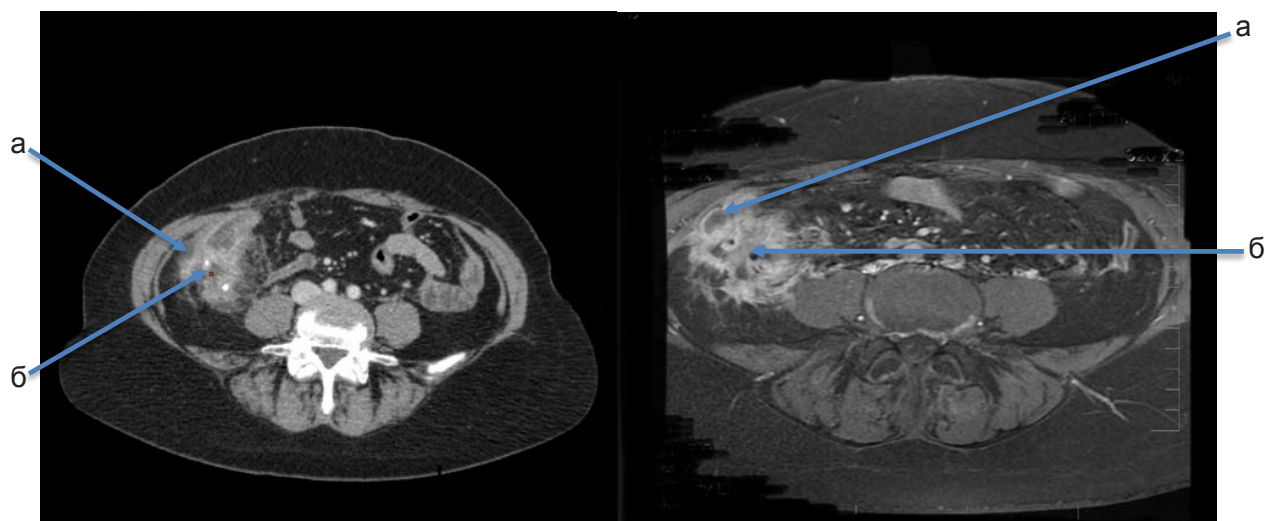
КТ/МРТ органов брюшной полости до начала гормональной терапии: а — жидкостное скопление; б — воспалительный инфильтрат
